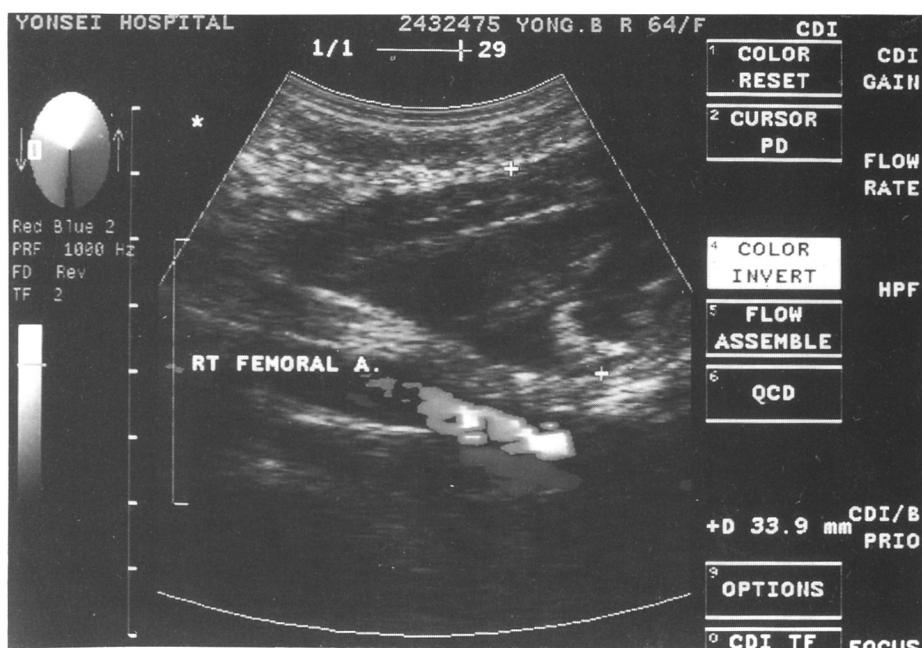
Complete ceasing of blood flow in the pseudoaneurysm after ultrasound guided compression. Multiseptated hypoechoic lesion without color flow in the pseudoaneurysmal cavity from thrombus formation.
